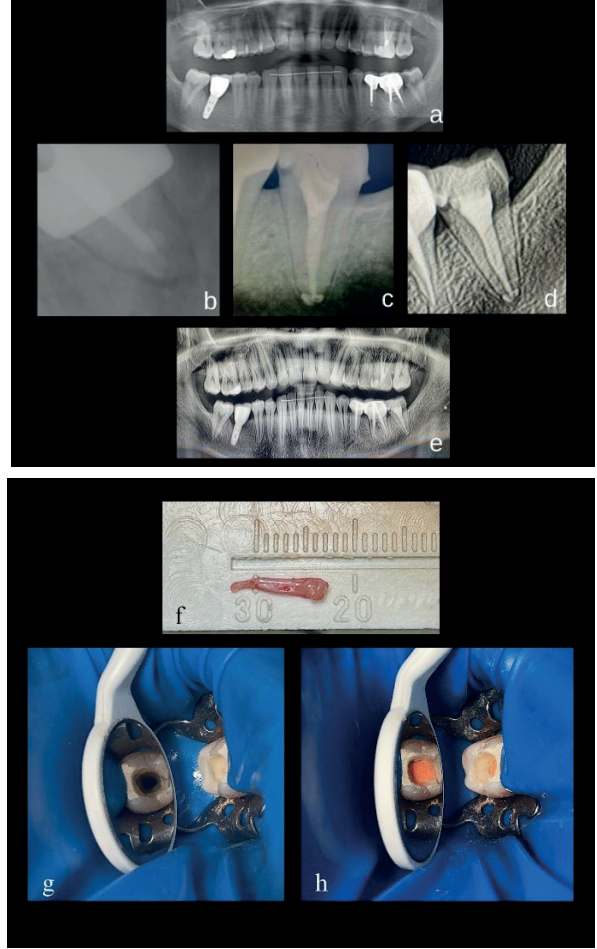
Vaka 1'e ait radyografiler. a) Başlangıç panoramik radyografi b) CBCT aksiyel kesit c) Guta prova radyografisi d) Apikal dolum radyografisi e) Bitim radyografisi f) 1 yıl takip radyografisi g) 1 yıl takip panoramik radyografi h) Endodontik giriş kavitesi görüntüsü i) Kanal dolum koronal görüntüsü
